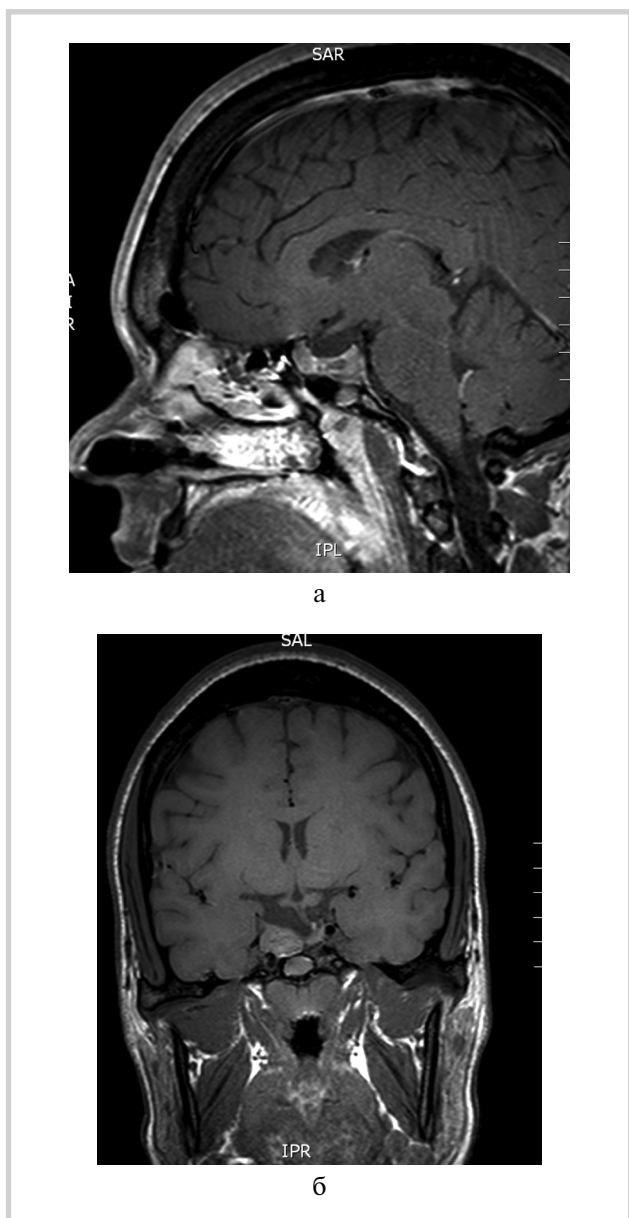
МР-томограммы головного мозга пациентки Е. после оперативного лечения, июль 2007 г.
